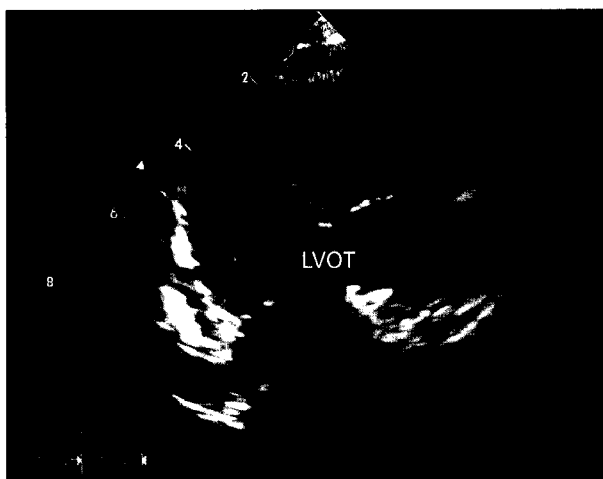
Postoperative transthoracic echocardiography in the parasternal long-axis view. A straight and wide LVOT was noted. LVOT=Left ventricular outflow tract.
